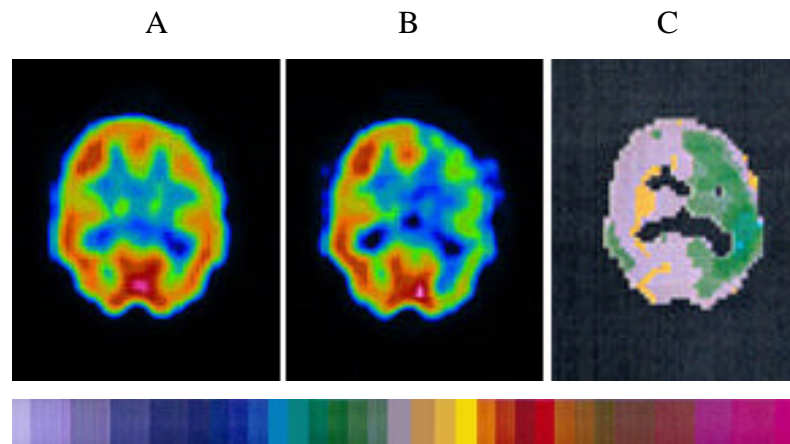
A: SPECT basal, B: SPECT del TAS tras la inyección de amobarbital en la ACI izquierda y C: imagen paramétrica que representa el PCP a intervalos del 5%. El hemisferio cerebral derecho aparece en gris, lo que indica que no hay cambios en la perfusión. El hemisferio izquierdo aparece en diferentes tonos verdes, llegando incluso al color azul en el territorio temporal lateral. Los colores observados representan en este corte un PCP frontal de -15%, occipital de -10% y temporal lateral de -20%.
